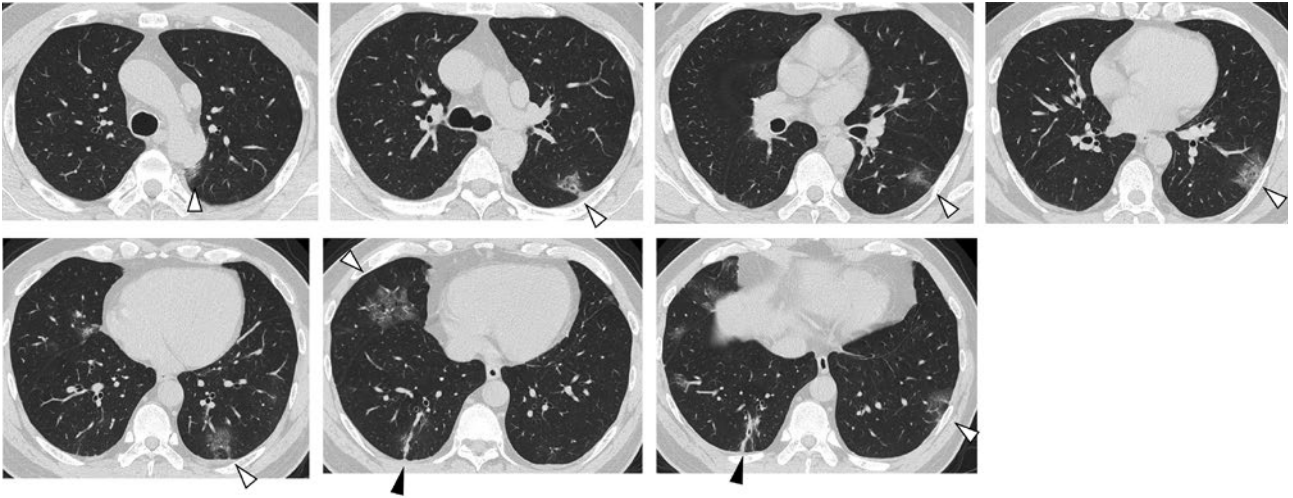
Chest CT findings on the 5th day after the first consultation. Ground-glass opacities (white arrowheads) and discoid atelectasis (black arrowheads) were seen to chest CT.
